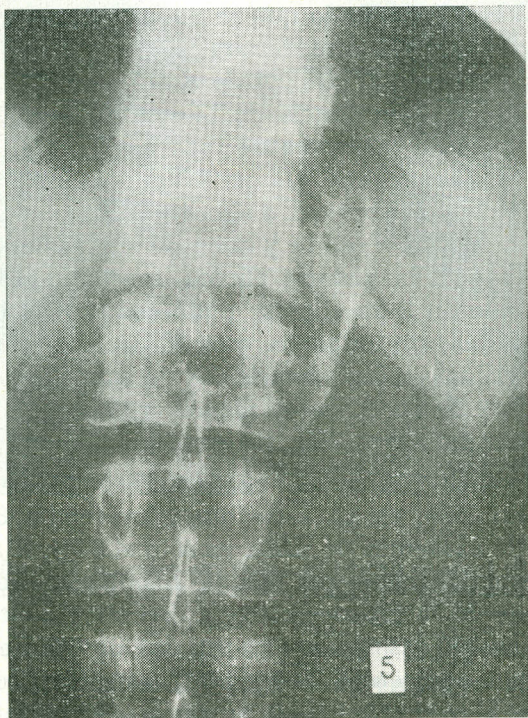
Radiografía postero-anterior del abdomen de un hombre de 50 años con calcificaciones correspondientes a un aneurisma arterioesclerótico pre-renal, con compromiso de la arteria renal izquierda e hipertensión reno-vascular.
